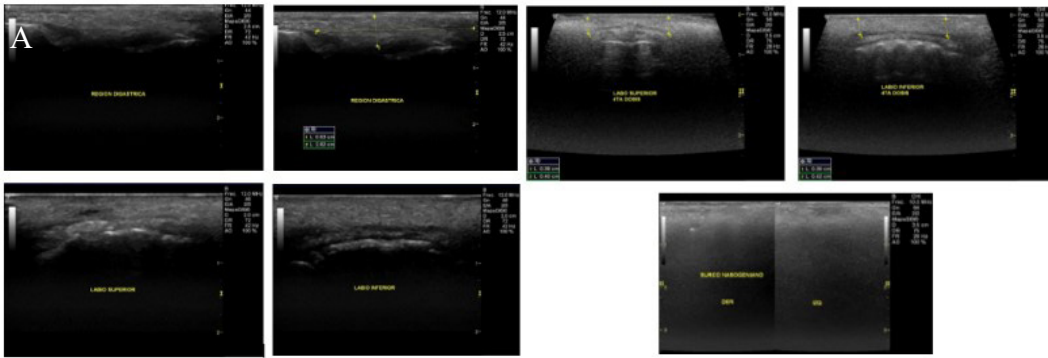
Ecografía previa (A). Ecografía Final.*
